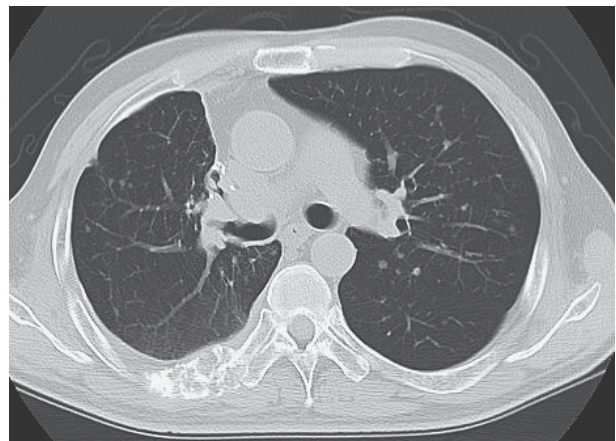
A chest CT scan in September (before gefitinib) does not show interstitial lung disease.
